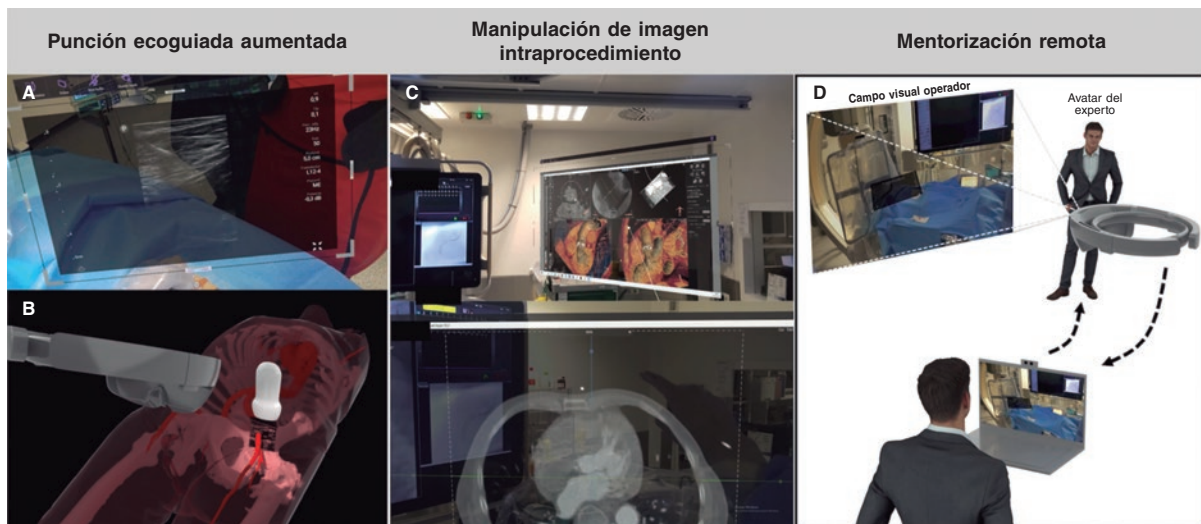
A: integración de la ecografía vascular durante la punción. B: representación esquemática de la integración simultánea en la punción vascular¹. C: imagen del *software* de análisis de tomografía computarizada manipulable en condiciones de asepsia. D: simulación de mentorización remota.
